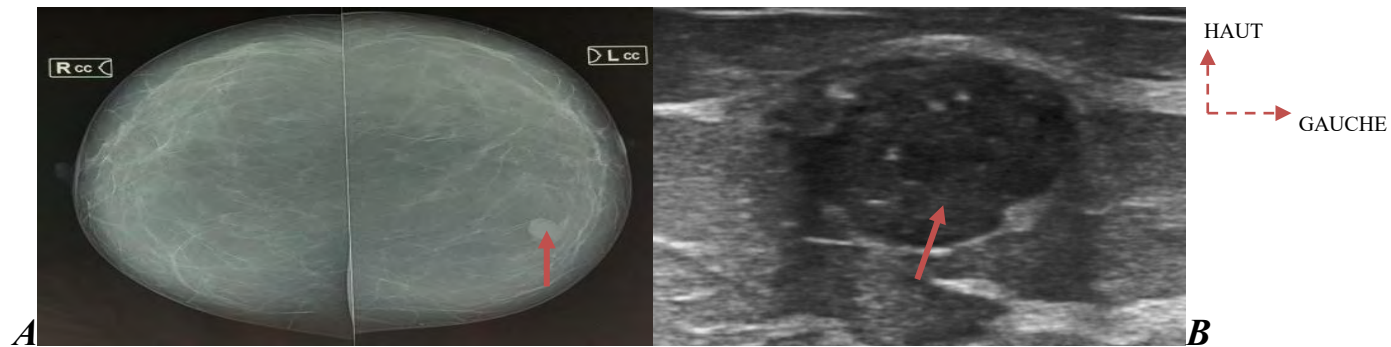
Mammographie (A) + complément échographique (B) mettant en évidence une masse mammaire du QSI du sein gauche classée ACR 4 c chez une patiente de 40 ans sans antécédents particuliers reçue pour un nodule du sein.
